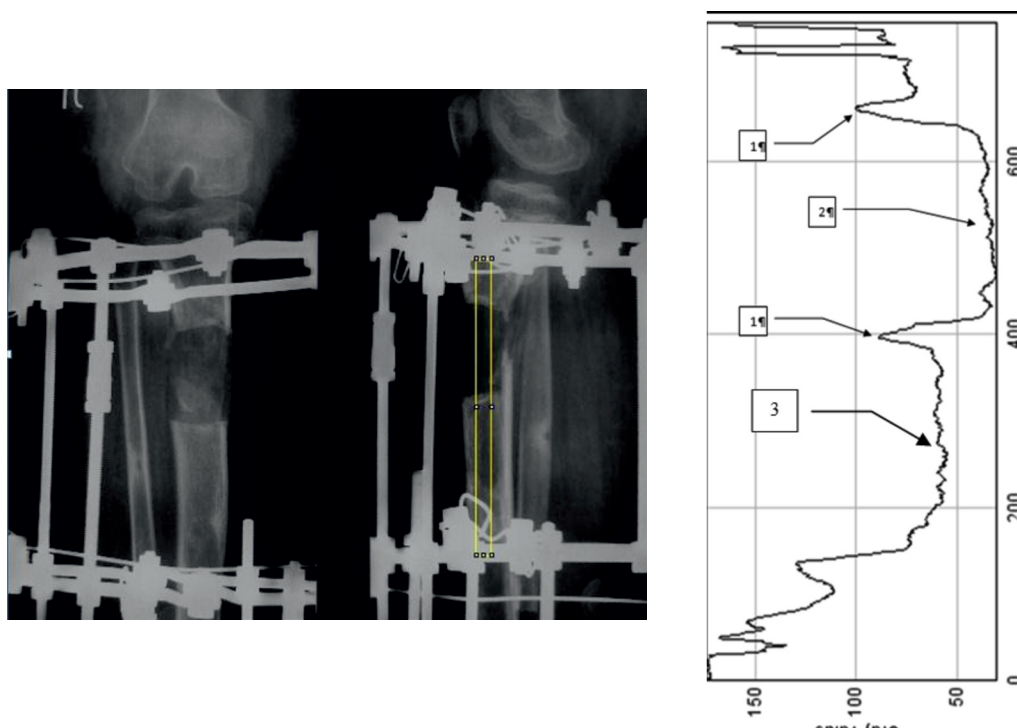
Рентгенограмма и оптическая продольная профилограмма рентгенологического изображения голени пациента с ахондроплазией в боковой проекции через два месяца от начала удлинения
